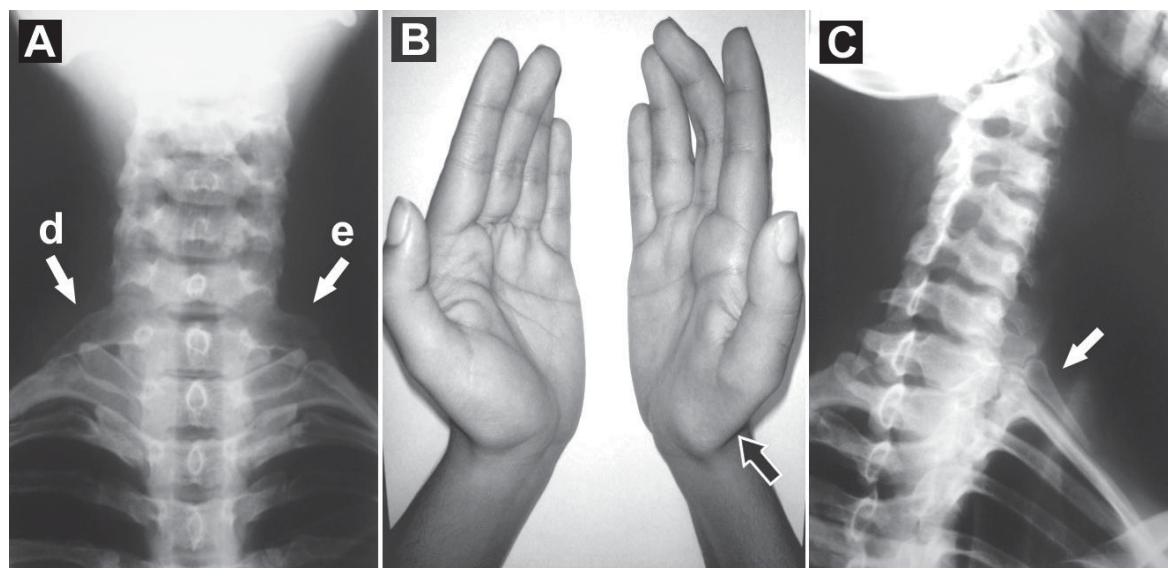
(A) Radiografia da transição cérvico-torácica, incidência PA, demonstrando costela cervical bilateral. (d) direito, (e) esquerdo. (B) Atrofia significativa da região tenar direita (seta) (C) Radiografia cervico-torácica incidência oblíqua direita (lado sintomático), detalhe da costela cervical (seta).
